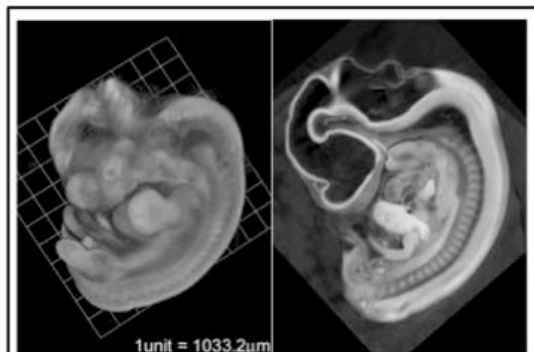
ステージ17ヒト胚子(受精後40日胚)位相X線顕微鏡による三次元表面再構成(左)および断面再構成像(右)。
